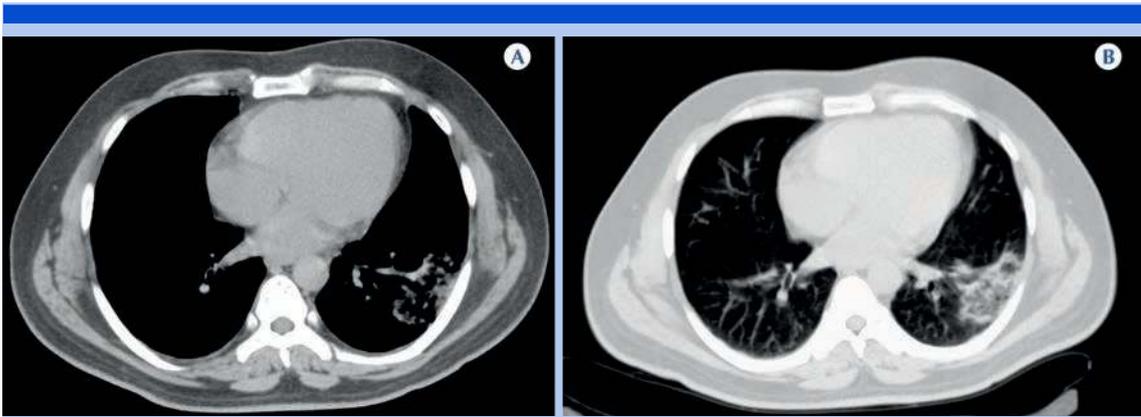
A-B) Masculino de 35 años con dolor abdominal inespecífico; selección de imágenes axiales de tomografía con contraste intravenoso que incluyen ambas bases pulmonares, con ventana para evaluar el contenido abdominal y ventana pulmonar donde se demuestra afección parenquimatosa pulmonar en la topografía posterobasolateral izquierda.
